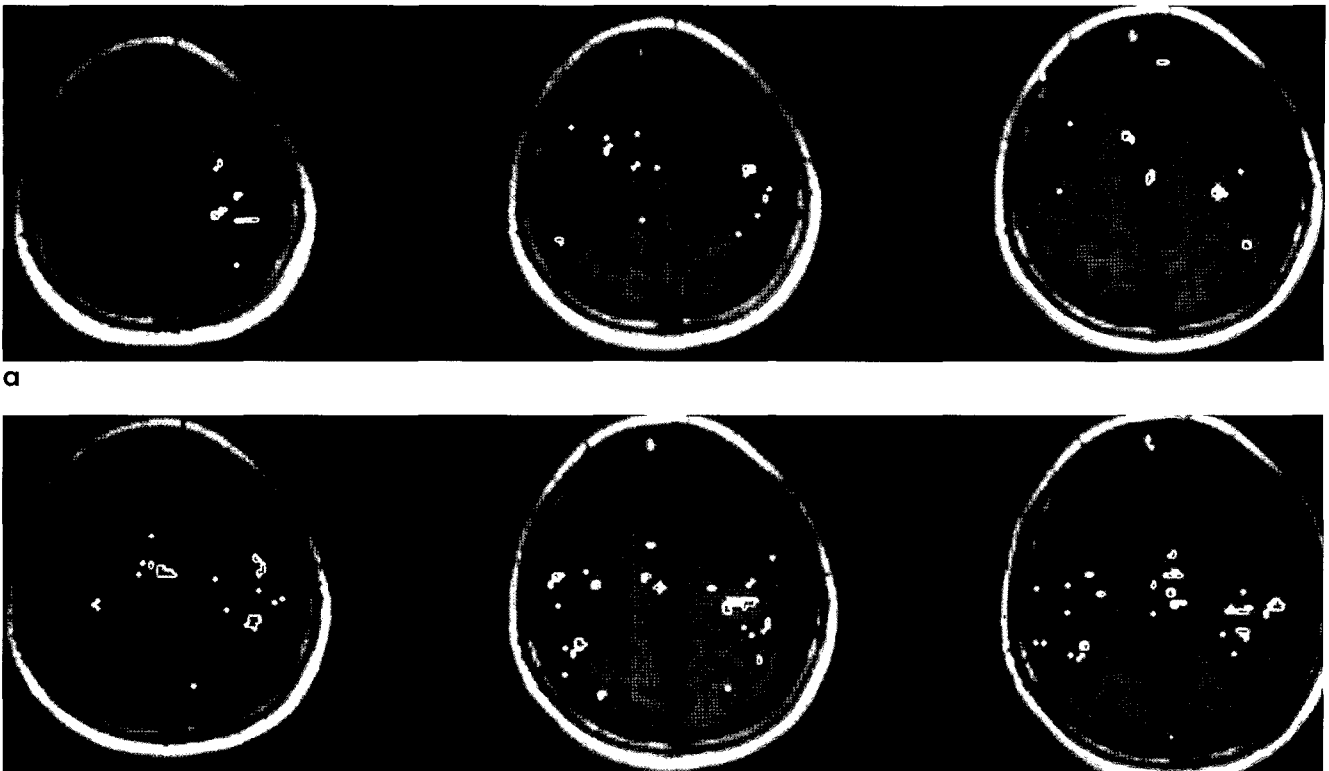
Functional MR images in patient with schizophrenia. a. Cortical activation with right hand finger-to-thumb opposition. b. Cortical activation with fist-ring task. More confluent activation is noted in right as well as left sensorimotor area, when compared with a.
